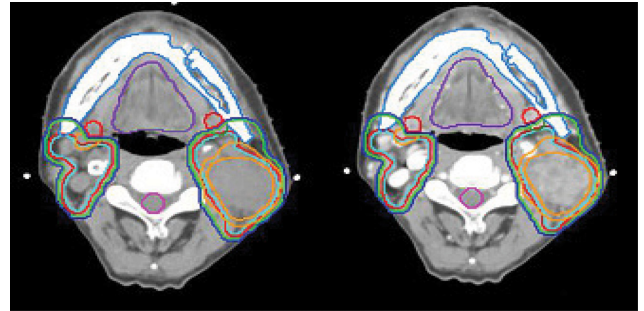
(Color online) Left: Without contrast media CT image, Right: With contrast media CT image.
